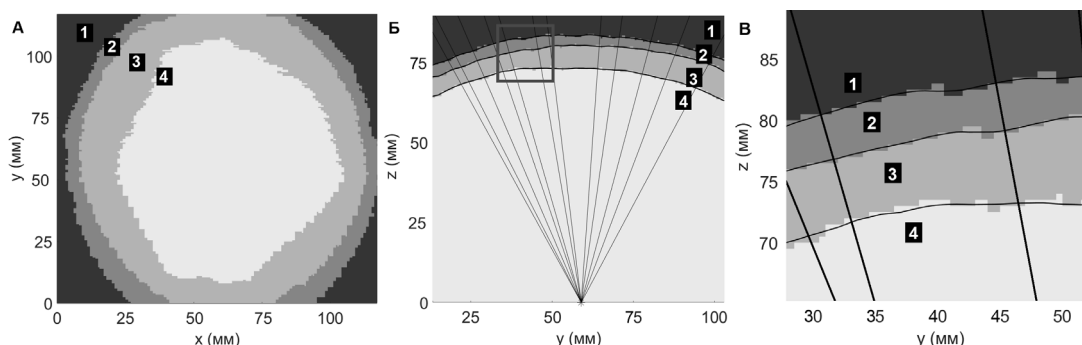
а) Пример горизонтального среза отсегментированных данных МРТ. б), в) Результат сглаживания границ между различными средами: 1 – вода, 2 – кожа, 3 – череп, 4 – мозг.
